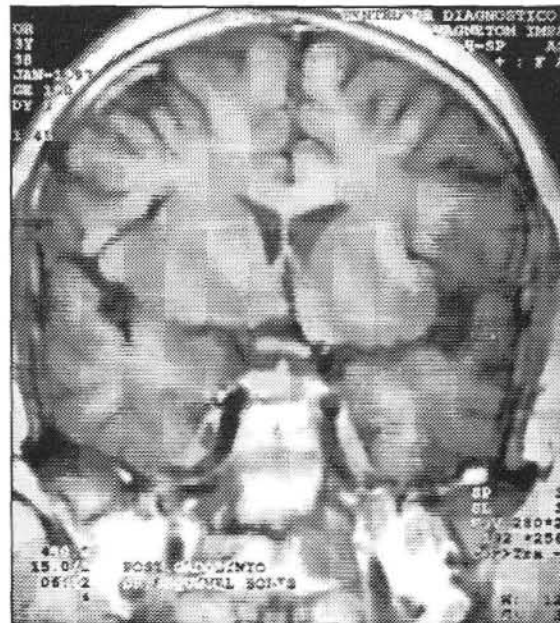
Corte coronal de la IRM. Existe una imagen en el lado derecho de la glándula hipófisis, hiperintensa que no se sale de la silla turca pero deforma el contorno superior de la misma y desplaza el tallo hacia la izquierda.
